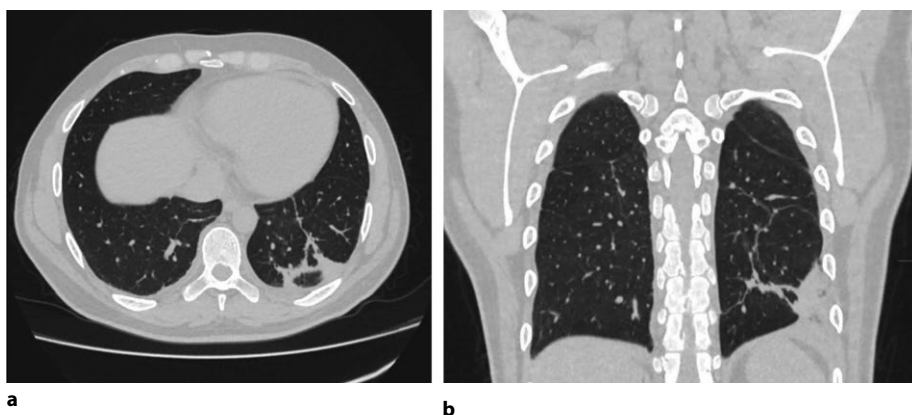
Субплевральные и тяжевидные участки консолидации легочной ткани в нижней доле левого легкого. КТ грудной клетки с контрастированием: аксиальный (а) и коронарный (б) сканы
